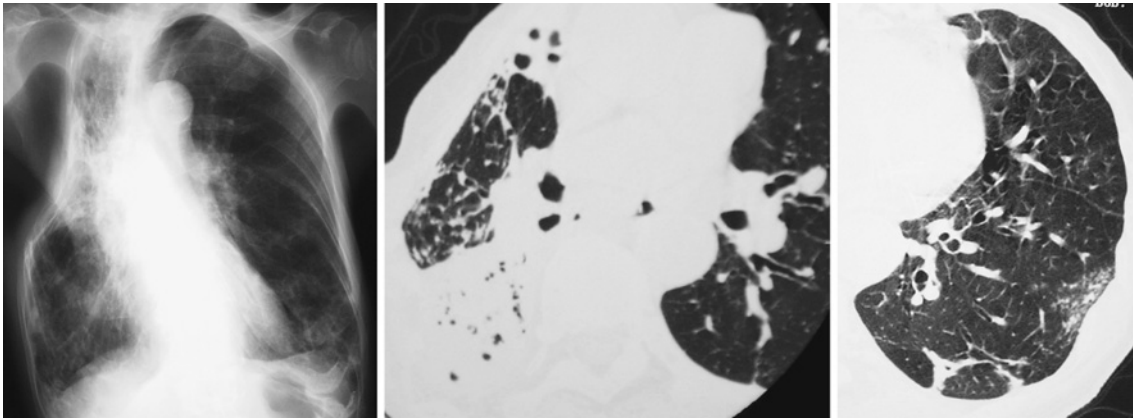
Chest X-ray and CT findings on admission show new consolidation in the right lower lobe, and patchy and centrilobular opacities in the left lower lobe.
